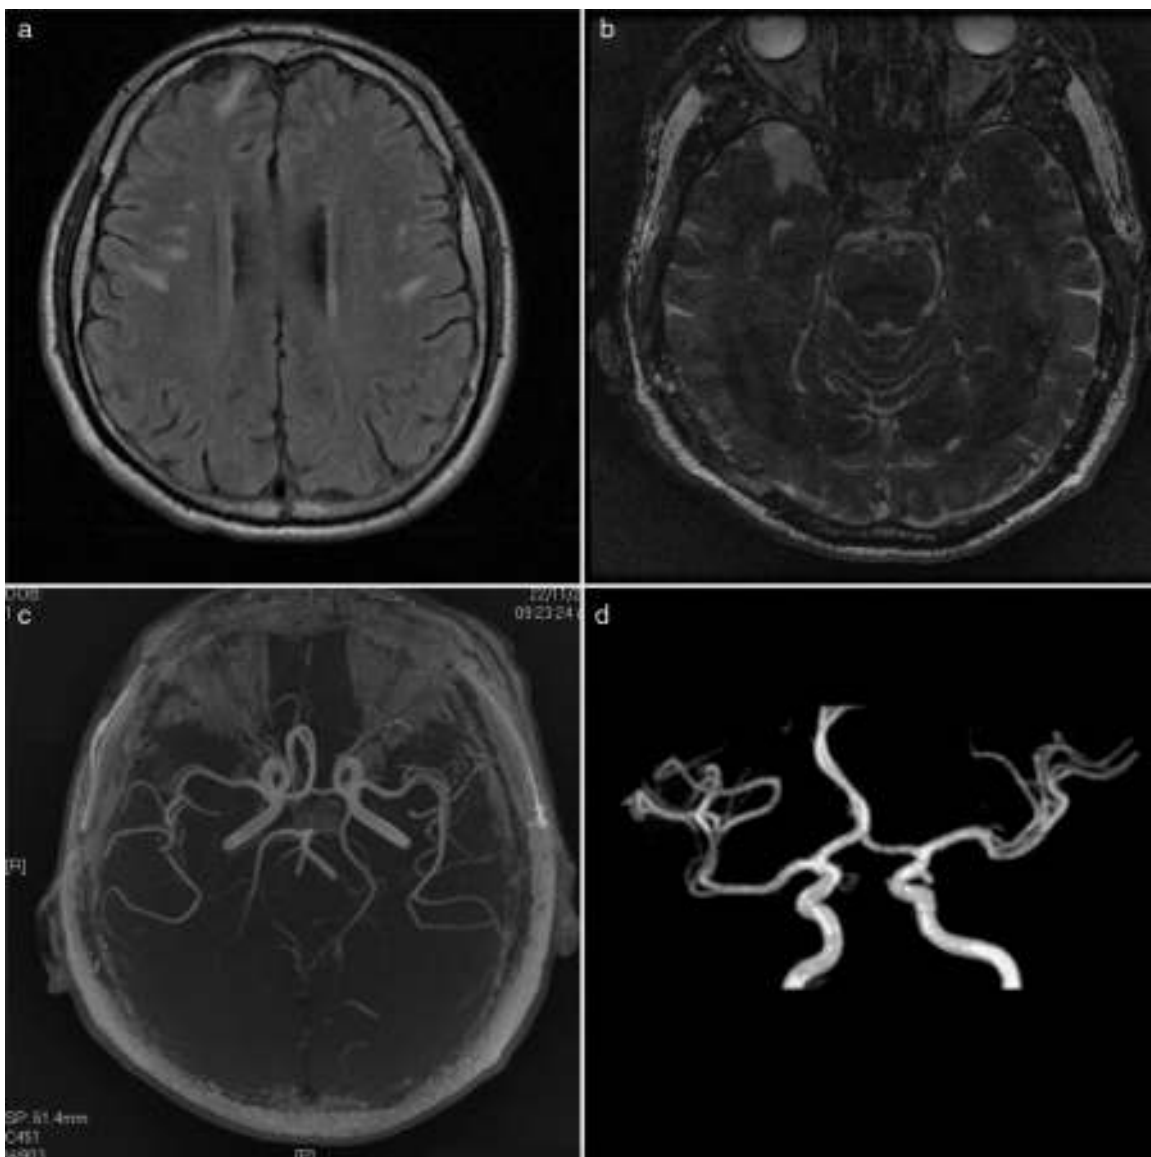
a) IRM en secuencia T1 con imágenes hiperintensas de daño microvascular en sustancia blanca de lóbulos frontales y parietales bilaterales; b) IRM secuencia de inversión recuperación, con lesiones en lóbulo temporal derecho; c) Angiorresonancia magnética mostrando circulación cerebral anterior sin afectación de grandes vasos; d) Angiorresonancia con polígono de Willis normal.
